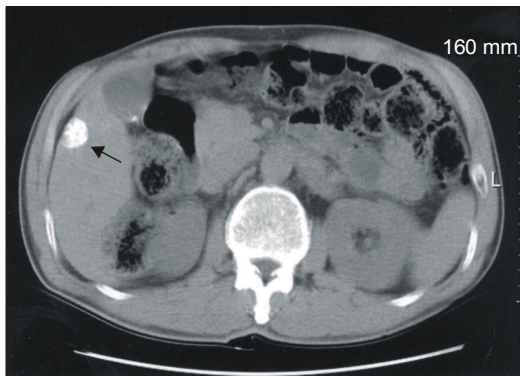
Computerized Tomography shows a 3 cm enhanced nodule (black arrow) in hepatic angle with small gallbladder stone.
